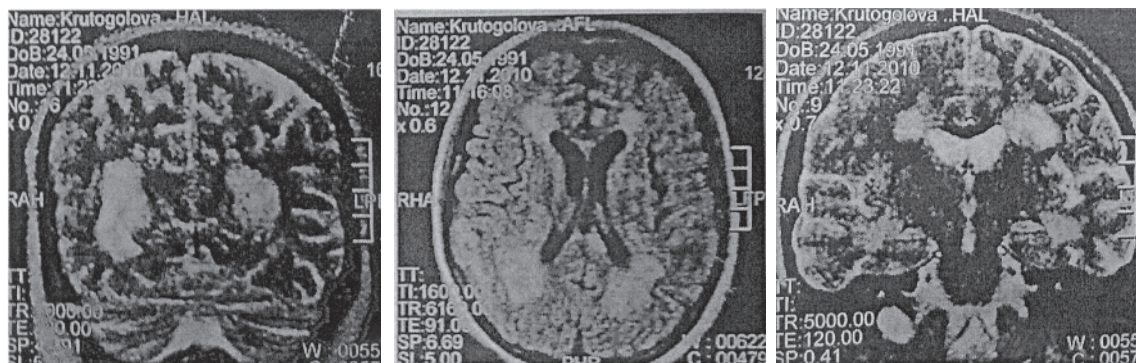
ЯМР-томограммы больной К., 1991 г. р.
